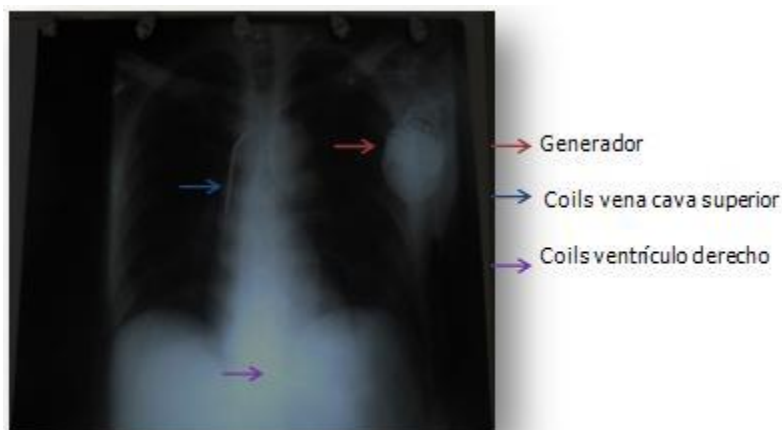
Radiografía posteroanterior de tórax posterior al implante del CDAI
